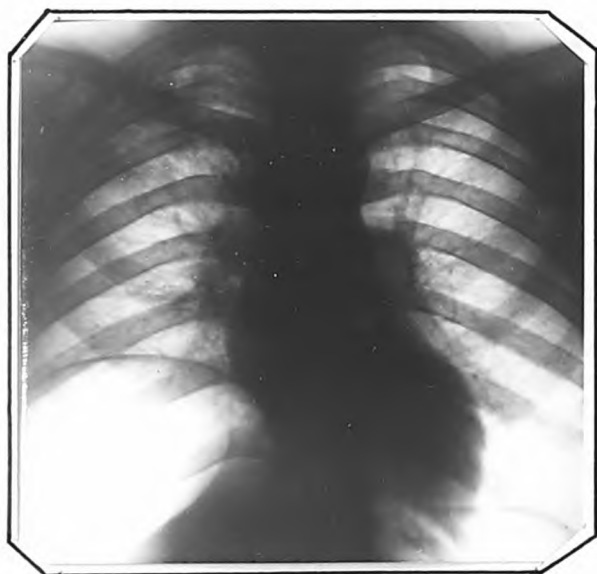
Рентгенограмма больного Д., от 3.X.1947 г.
